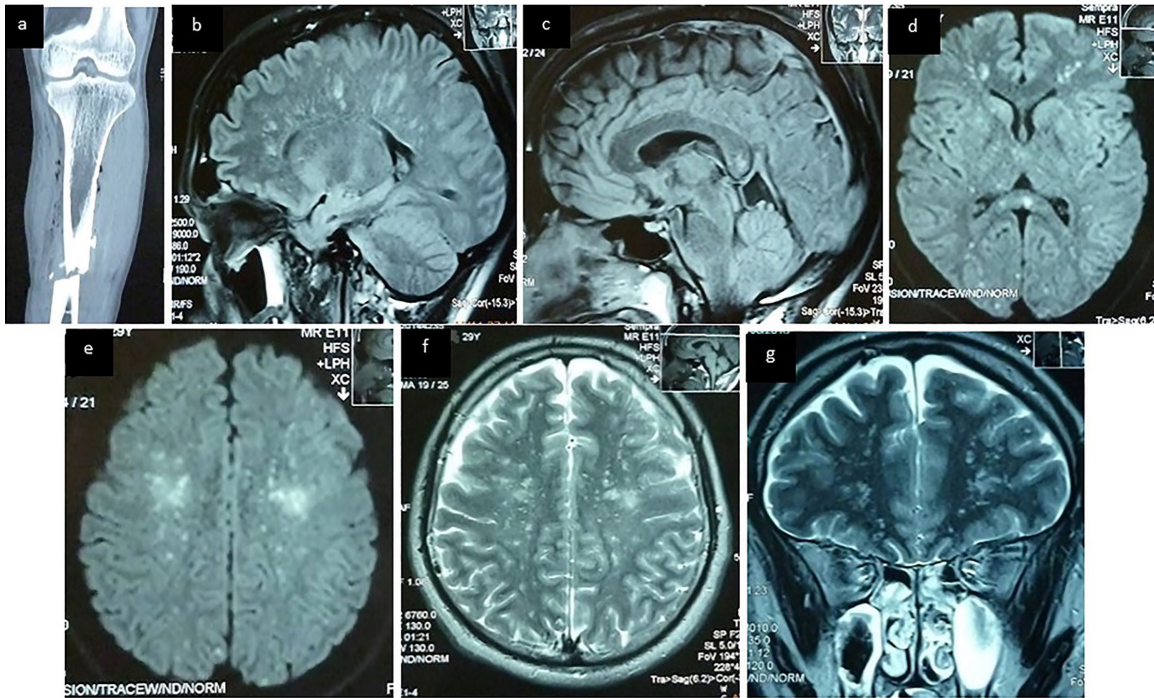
Rx miembro inferior izquierdo: muestra fractura diafisaria de tibia izquierda (a), IRM cerebral sagital secuencia FLAIR muestra: focos hiperintensos en sustancia blanca, corteza cerebral y cuerpo calloso (b, c), axial secuencia FLAIR, T2 y secuencia difusión: focos hiperintensos en sustancia blanca, corteza cerebral y cuerpo calloso correspondiente a edema citotóxico (patrón de campo de estrellas) (d, e, f), coronal secuencia T2: focos hiperintensos en sustancia blanca y corteza cerebral (patrón de campo de estrellas) (g)
